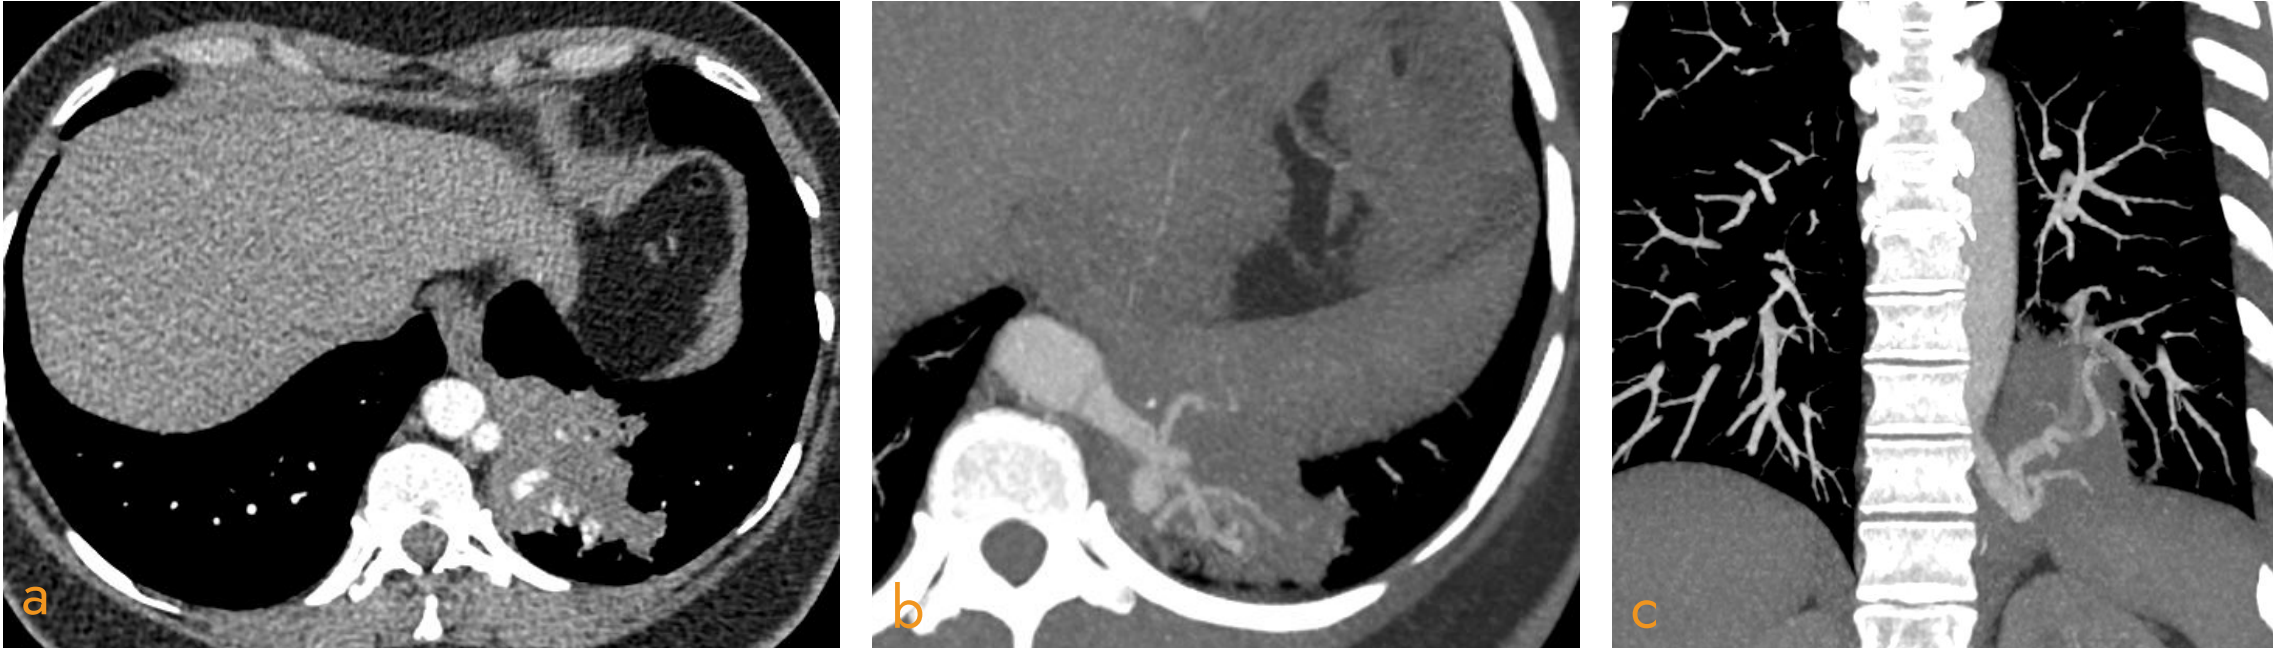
a) corte TC axial en partes blandas b) corte axial en MIP y c) corte coronal en MIP.
